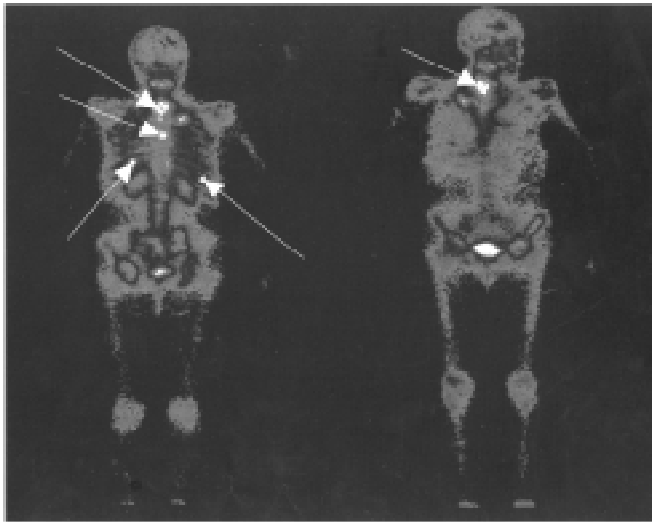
Хвора С., результати остеосцинтиграфії (липень 1993 р.)
